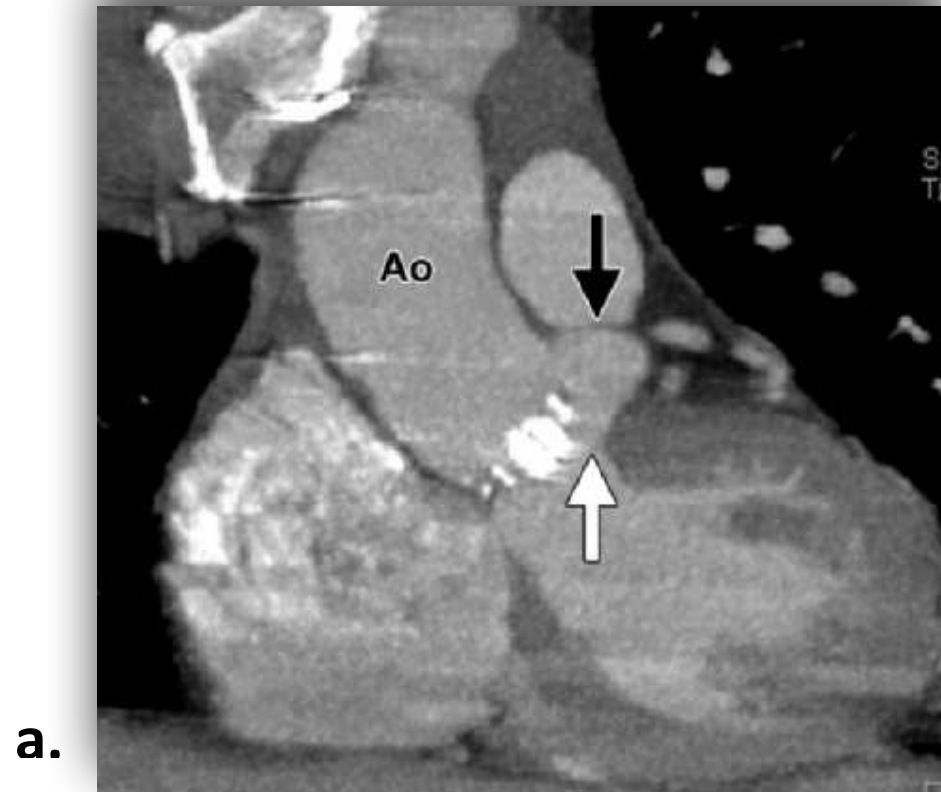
Dehiscencia de prótesis valvular aórtica mecánica. Angio-TC con sincronización cardíaca (a) Plano coronal oblicuo muestra separación de la prótesis del anillo aórtico (flecha blanca). Hay un pequeño pseudoaneurisma asociado al área (flecha negra). Ao = aorta. (b) Plano axial oblicuo que muestra el pequeño pseudoaneurisma (flecha) asociado a la prótesis. LA = aurícula izquierda, RA = aurícula derecha.
